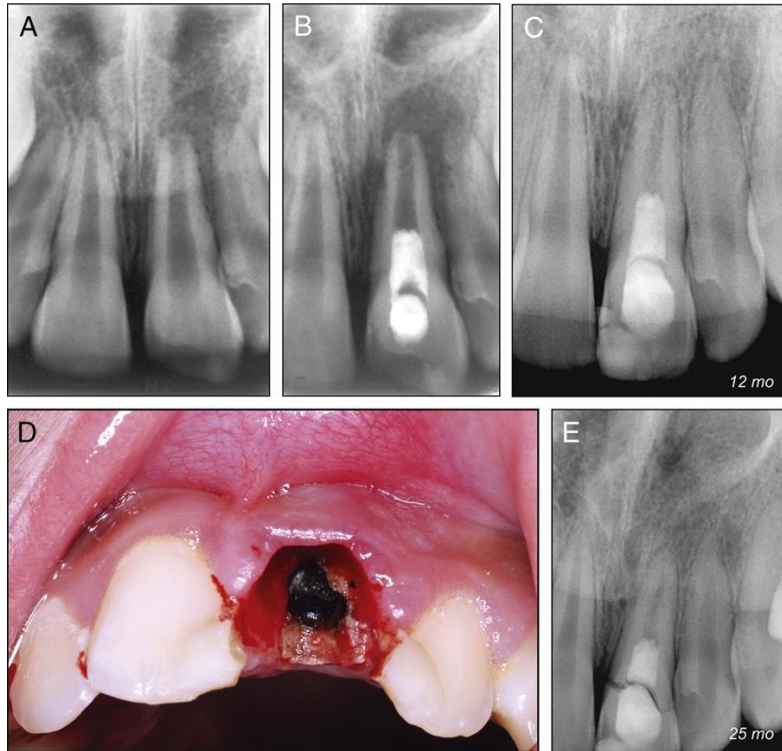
(A) Radiografía preoperatoria: Diente 9 muestra formación radicular incompleta. Se observa un radio lucidez periapical. (B) Radiografía postoperatoria: el área radio lúcida aparenta ser de mayor tamaño que la preoperatoria, con márgenes definidos. (C) Las radiografías de seguimiento fueron tomadas 12 meses después de la revascularización: la radio lucidez periapical se encuentra resuelta y solo se observa un leve engrosamiento del ligamento periodontal alrededor del ápice. El espacio del conducto se encuentra reducido tanto en tamaño y el grosor de las paredes aumento. (D) El paciente se presentó 25 meses después del tratamiento, debido a movilidad de la corona. Se diagnostica fractura completa de corona y el diente no puede ser restaurado. Visión clínica, luego de la remocion de la corona fracturada. (E) La radiografía tomada antes de la remoción de corona fracturada. Mayor engrosamiento de las paredes del canal. Lesión periapical resulta completamente. (48)
